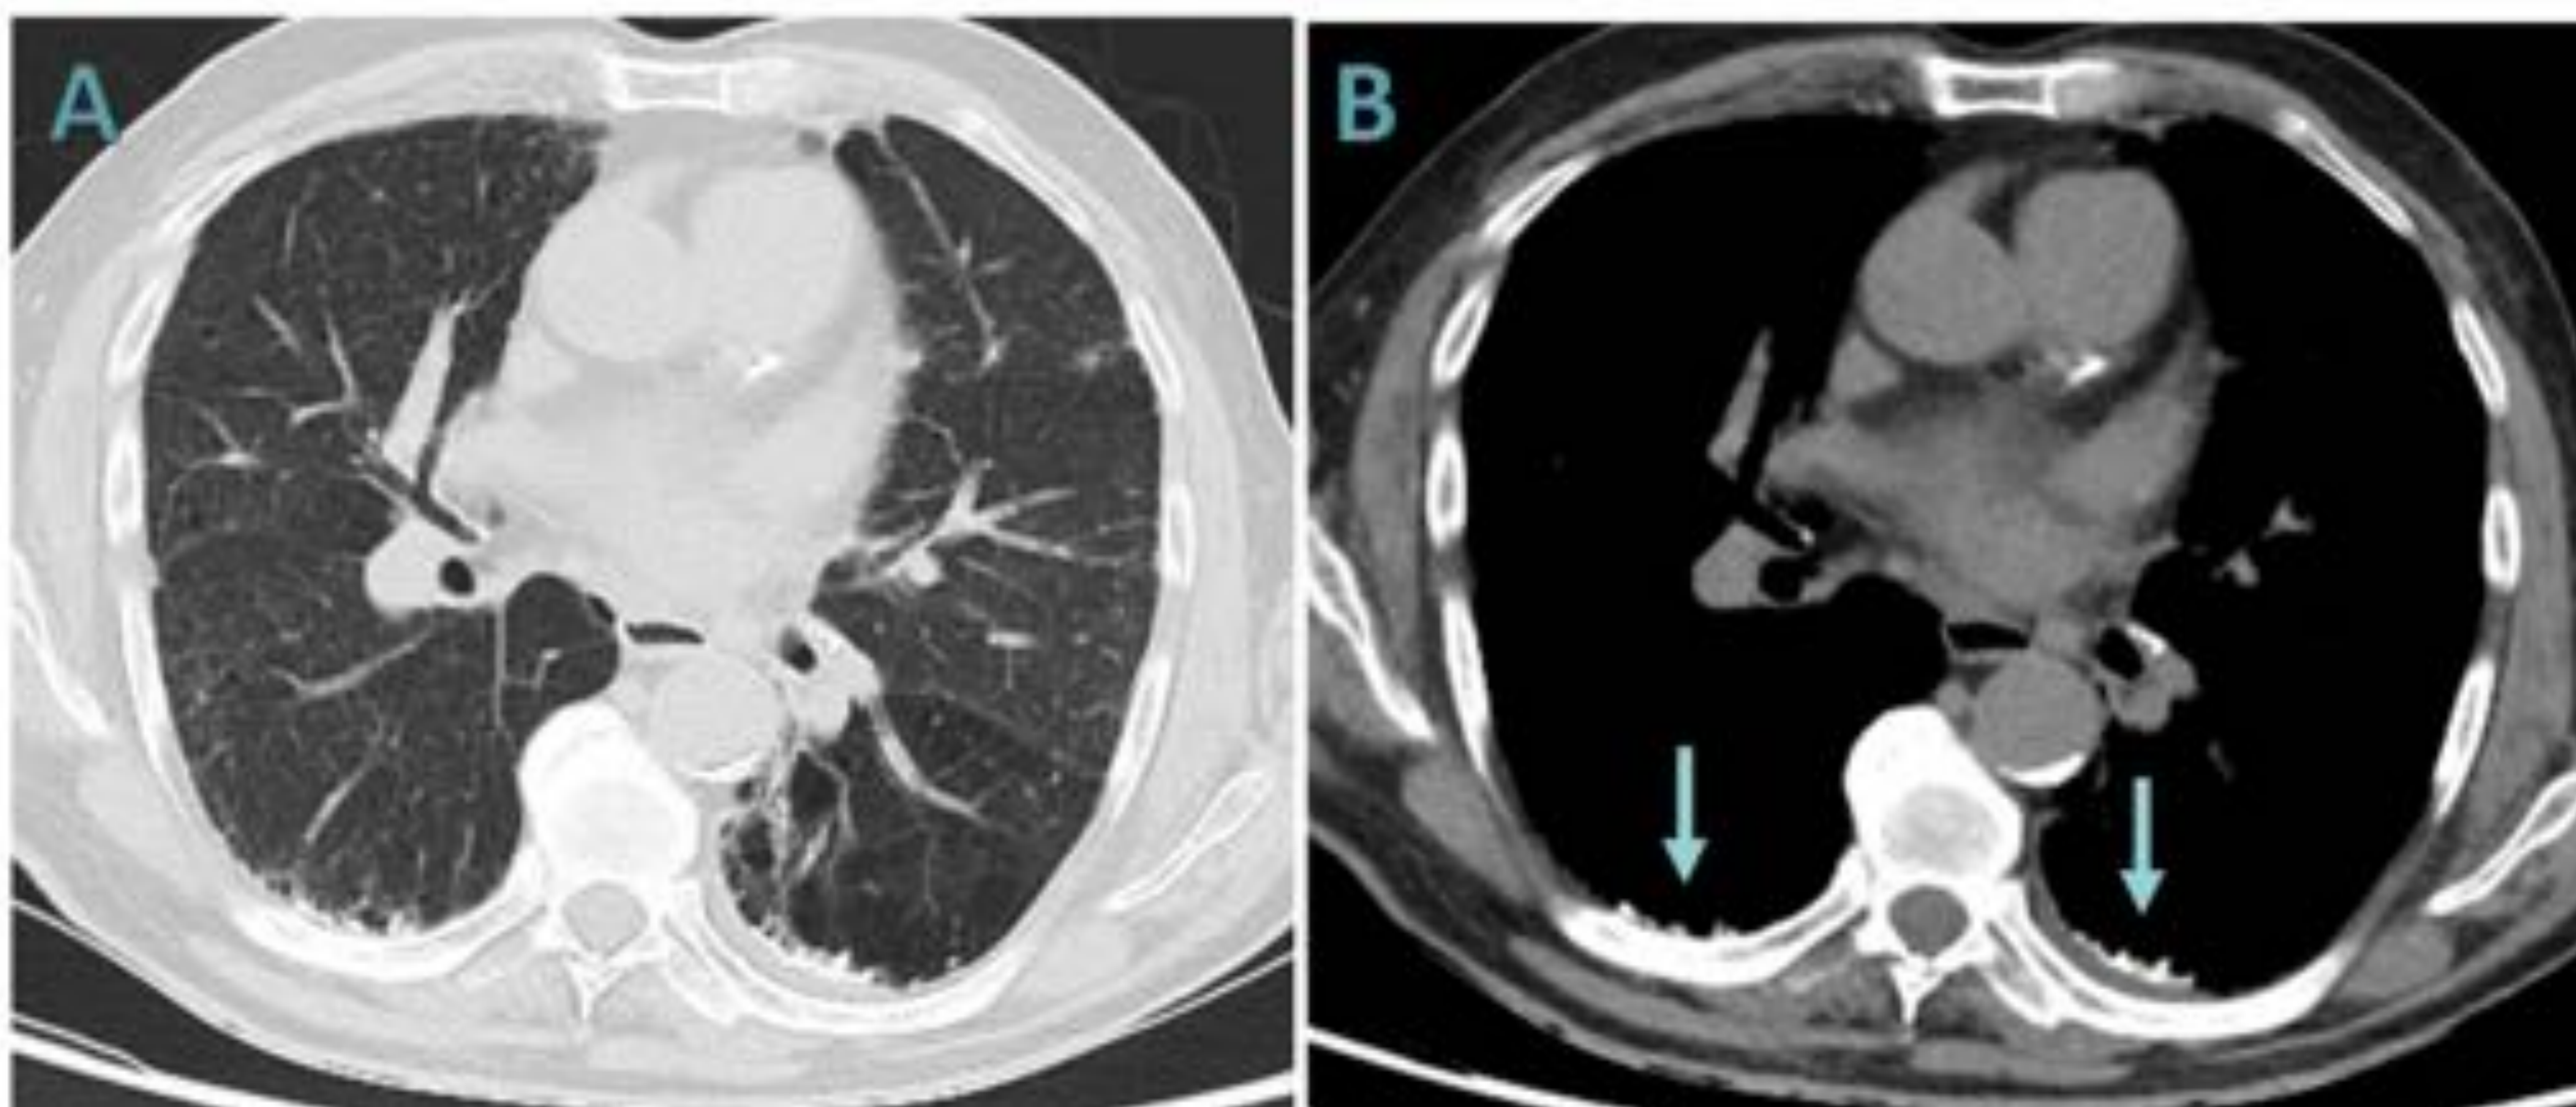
Calcificaciones dendríticas en un paciente con una enfermedad pulmonar intersticial. Mismo corte de TC torácica con ventana pulmonar (A) y de mediastino (B) donde se observan imágenes lineares calcificadas de localización subpleural y bilateral (flechas).
